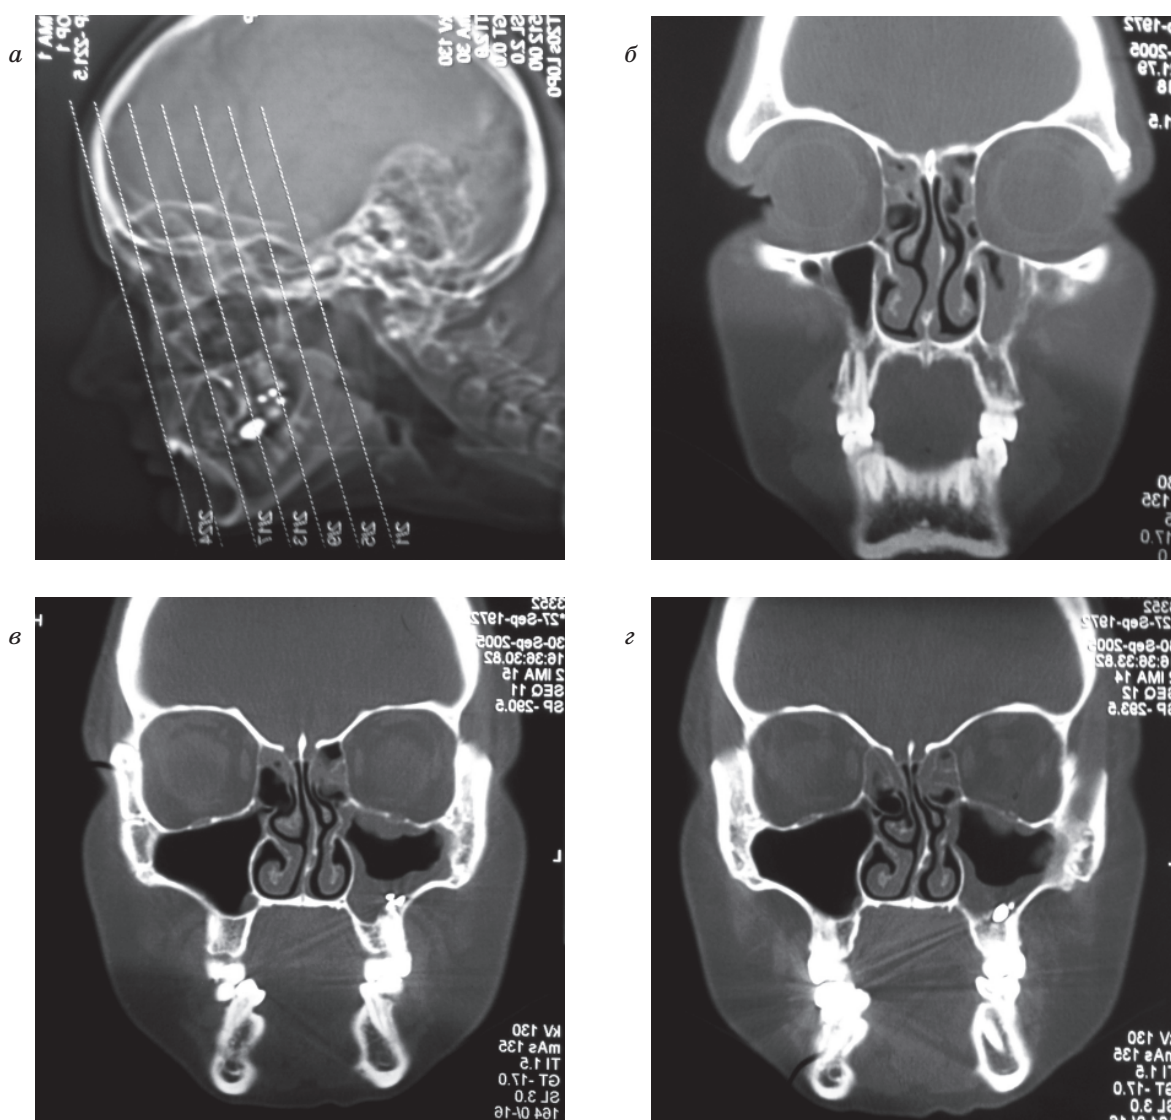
Данные компьютерной томографии больной Е. Диффузное затемнение левой гайморовой пазухи, инородное тело левой пазухи (выведенный за верхушку 26-го зуба пломбировочный материал)
